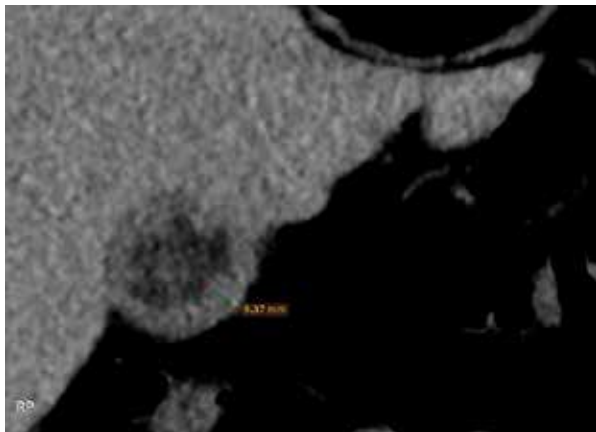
Компьютерная томограмма в аксиальной проекции пациента с ксантогранулематозным холециститом. Определяется утолщение стенки желчного пузыря до 9,4 мм в месте измерения. По имеющейся картине невозможно дифференцировать рак желчного пузыря и другие заболевания с выраженным утолщением пузырной стенки.
